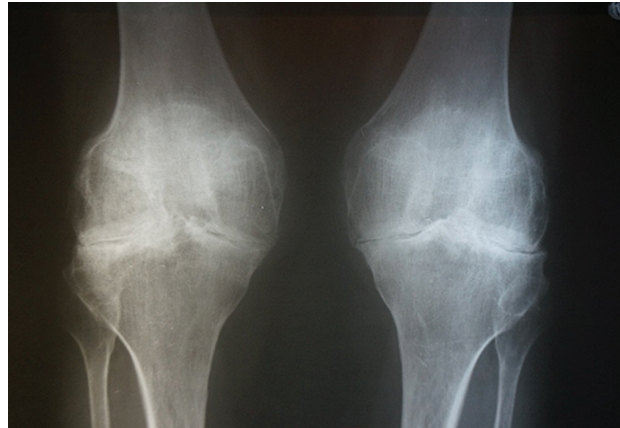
Рентгенологічне дослідження суглобів пацієнтки Б.
